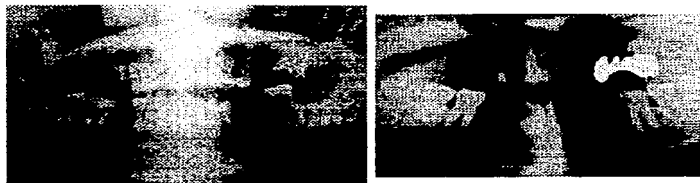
ORTOPANTOMOGRAFÍAS
